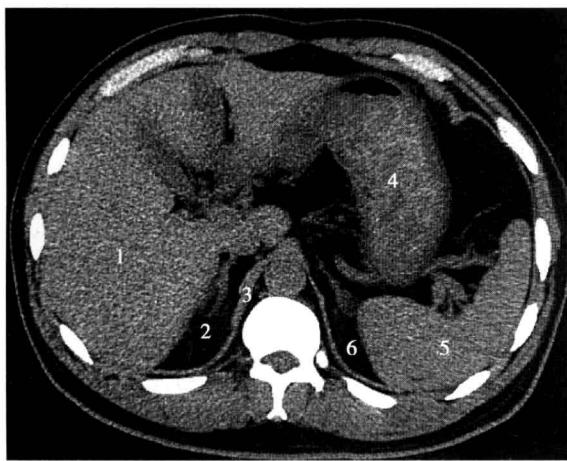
腹膜后第 1 水平断面 CT 图像
